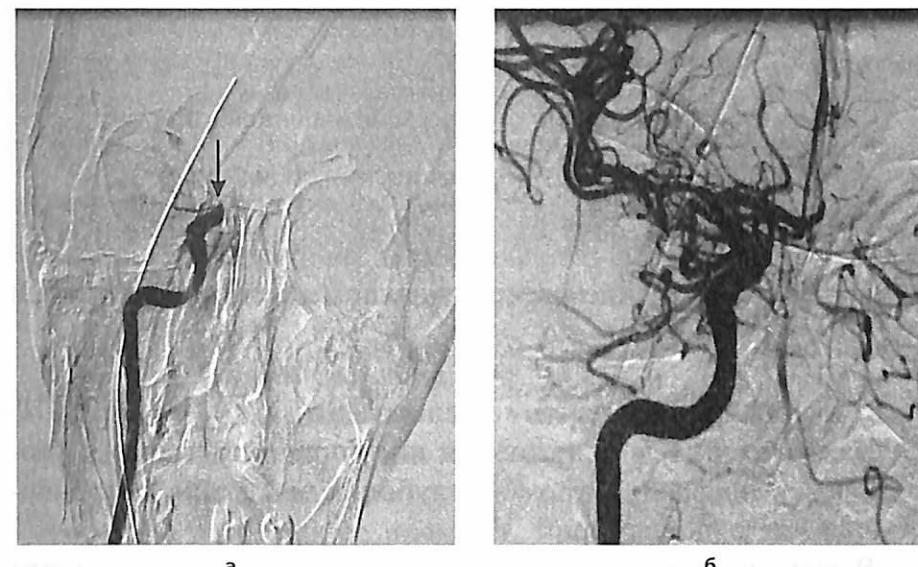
Церебральная рентгеноконтрастная ангиография до (а) и после (б) процедуры тромбоэкстракции. Стрелкой обозначена окклюзия правой внутренней сонной артерии.
